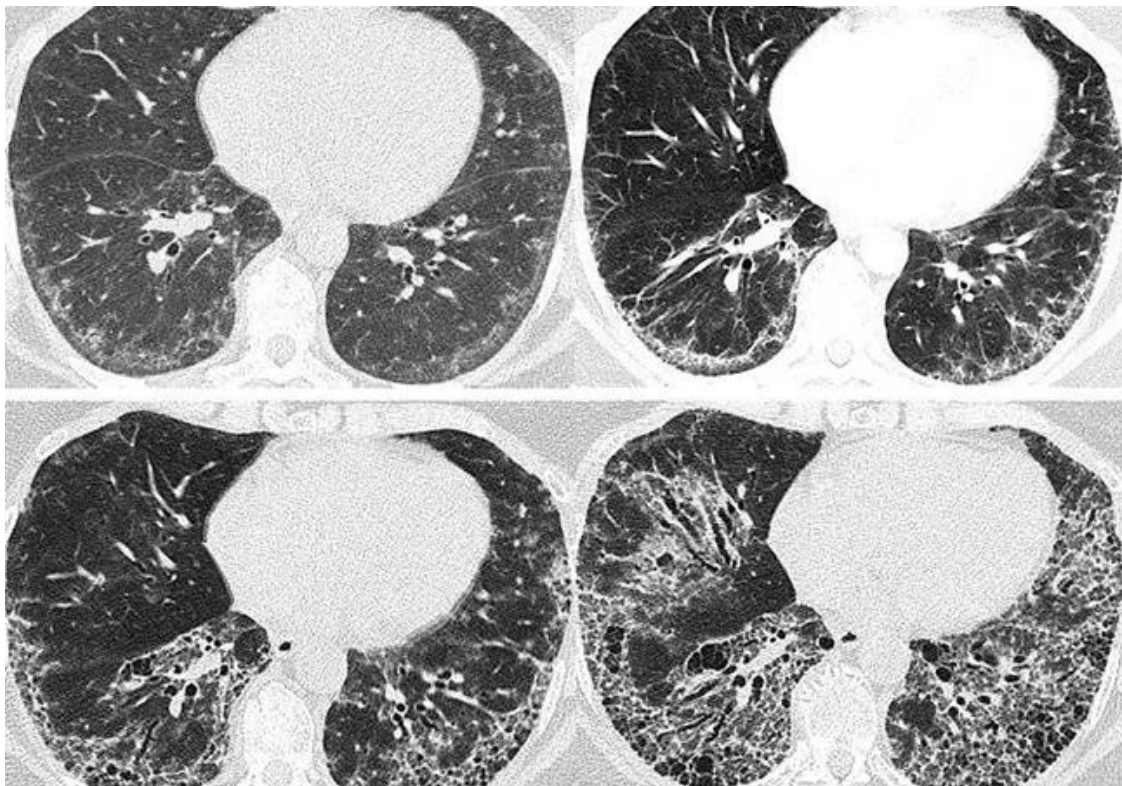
Типові зміни при проведенні комп'ютерної томографії при інтерстиційному захворюванні легень, асоційованому із ССД [123].
